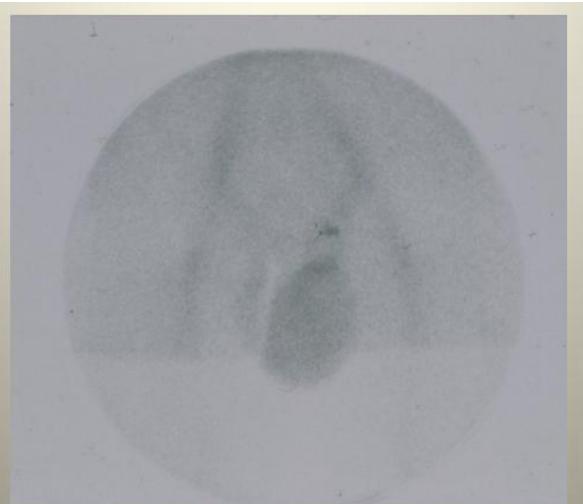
Torzija testisa- kasna faza: a) na angioscintografском dijelu studije ne vidi se povećane perfuzije kroz lijevu testikularnu arteriju (T) dok je perfuzija dartosa pudendalnom arterijom povećana (D); b) na statickom scintigrame vidi se prsten pojačanog nakupljanja aktivnosti oko scintografski hladne zone tj. infarciranog lijevog testisa (L)
